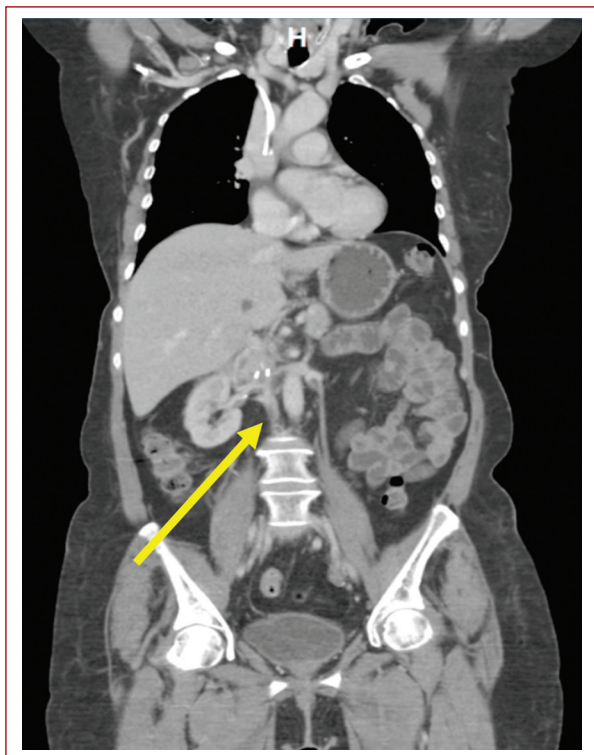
Corte coronal de angiotomografía de seguimiento a los seis meses con calibre de vena cava reducido con permeabilidad.
